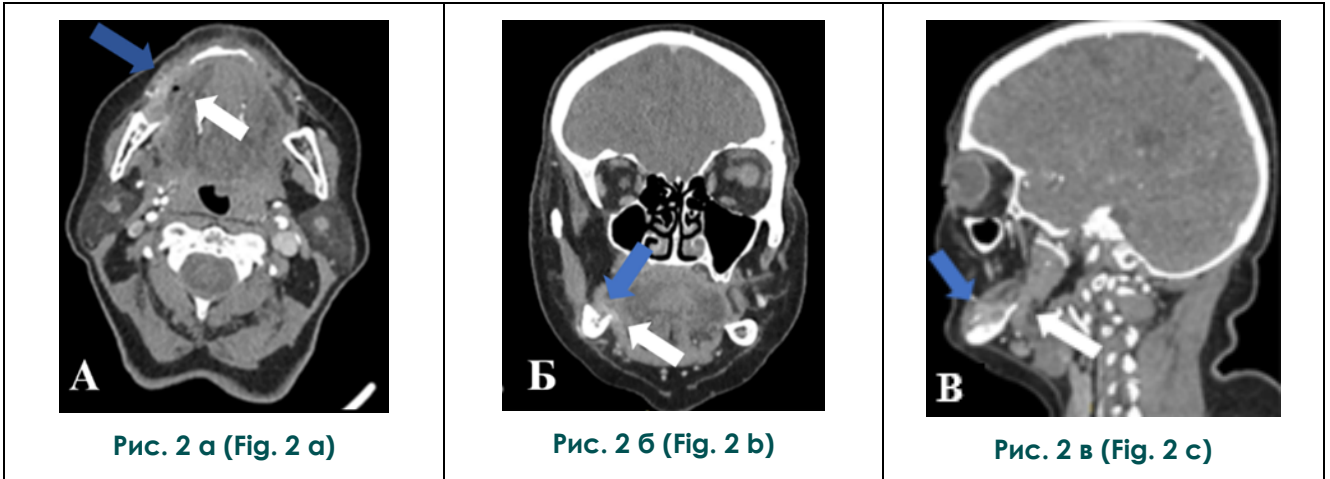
МСКТ орофарингеальной области; А – аксиальная плоскость, Б, В – корональная реконструкция, Г – сагиттальная реконструкция.
